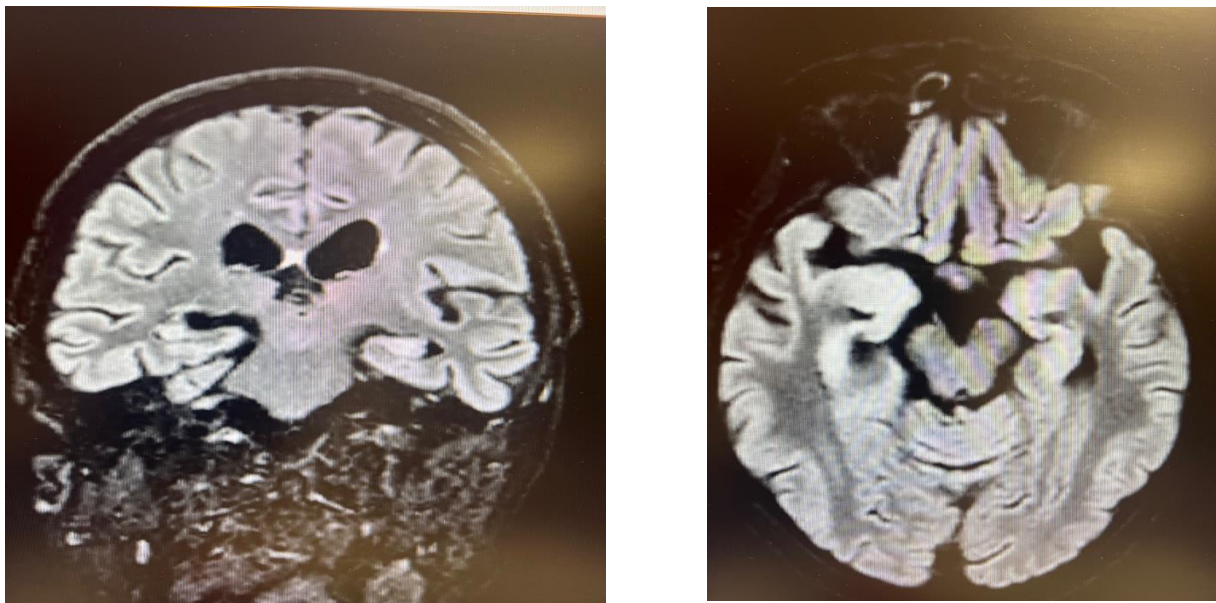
Coupes coronale et axiale d'IRM encéphalique montrant les hypersignaux FLAIR des hippocampes (source : service de neurologie de l'hôpital novo site Pontoise)
